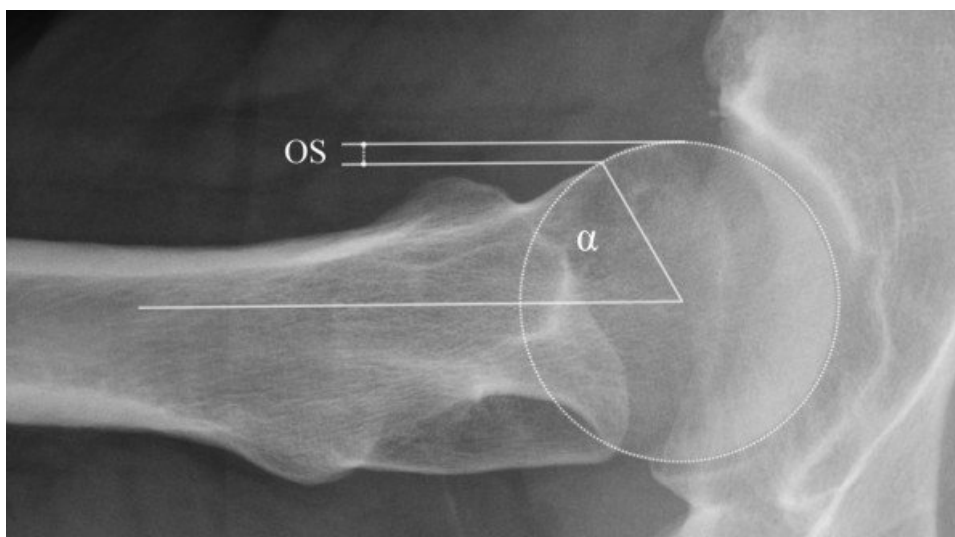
Ángulo alfa (10). Obtenido de: M.M.J. RSP; M. Texto de anatomía radiológica con Rx-TC-RM-Ecografía. 1a ed. Editorial Marban Libros SL. 1997
